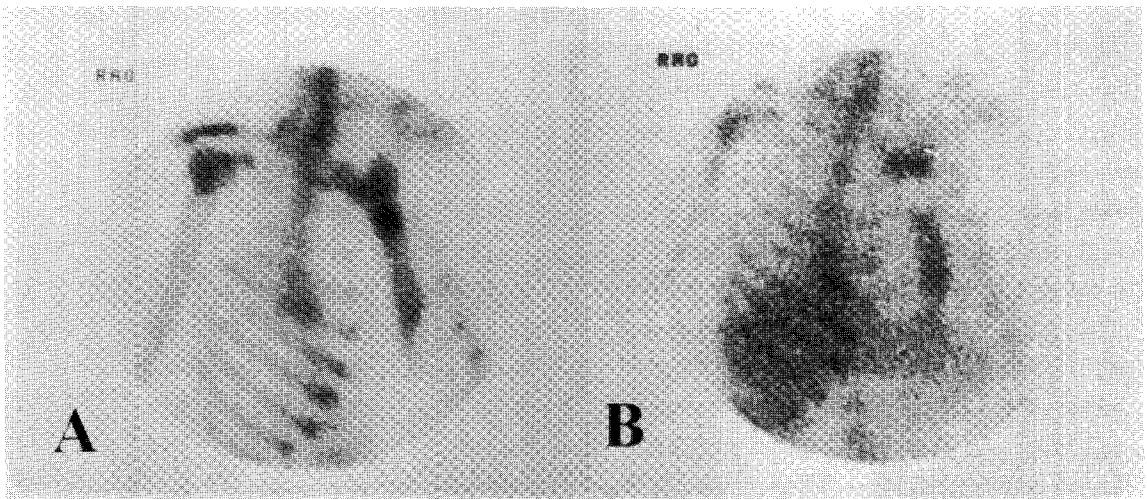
(A) Bone scan showed increased uptake in manubriosternal joint. (B) Antigranulocyte Antibody immunoscintigraphy showed matched defect in the same lesion. Osteomyelitis was confirmed by bacterial culture.
